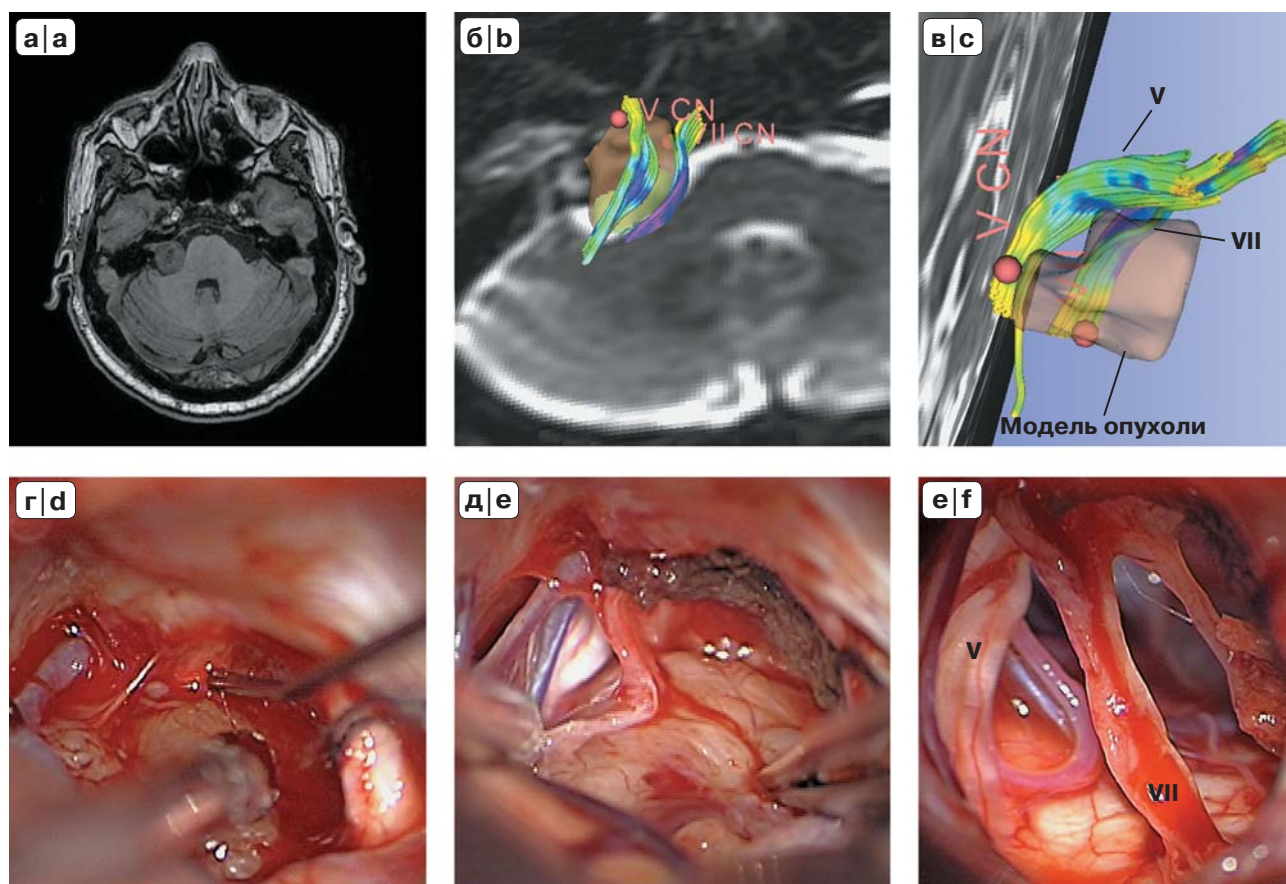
Данные ДТТ и интраоперационные фото пациента М. с вестибулярной шванномой справа. а – дооперационная МР-томограмма выявляет вестибулярную шванному Коос 4 справа; б – “построение” модели опухоли с наложением результатов трактографии, визуализируются модели тройничного и лицевого нервов, расположенных на передней поверхности опухоли; в – симуляция интраоперационной картины; г, д, – интраоперационные фото удаления опухоли. Корешок лицевого нерва (VII) располагается на передней поверхности опухоли; е – картина тотального удаления вестибулярной шванномы. Отмечается совпадение положения нервов с дооперационной симуляцией (в).
